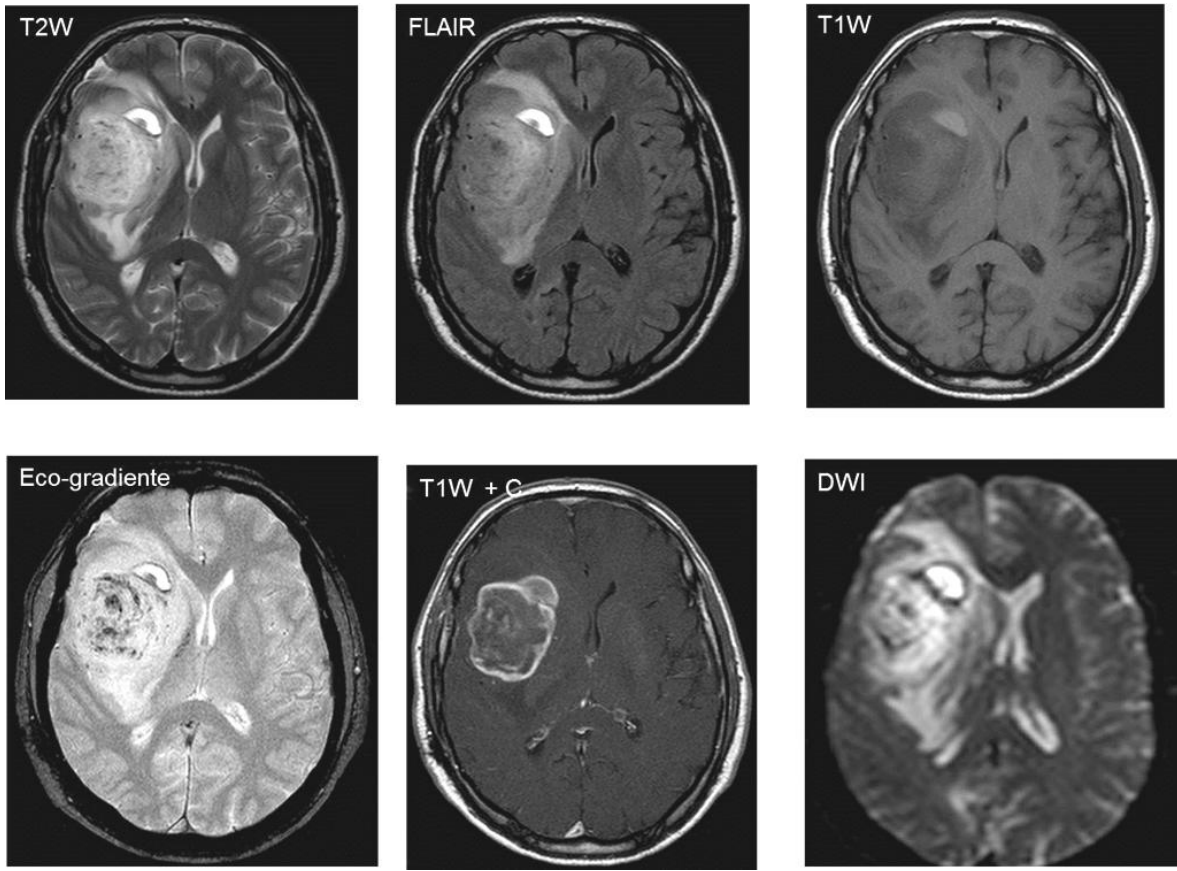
Glioblastoma multiforme. RM con gran masa intraxial, que compromete sustancia blanca y corteza del lóbulo frontotemporal derecho, que colapsa casi por completo el ventrículo ipsilateral, con hiperintensidad heterogénea en T2W y FLAIR, debido a la presencia de hemorragia (áreas hipointensas en ecogradiante) y necrosis, hipointensa en T1W, con realce en anillo (T1W +C) y restricción en las imágenes de DWI. Imagen archivo F.C.I
